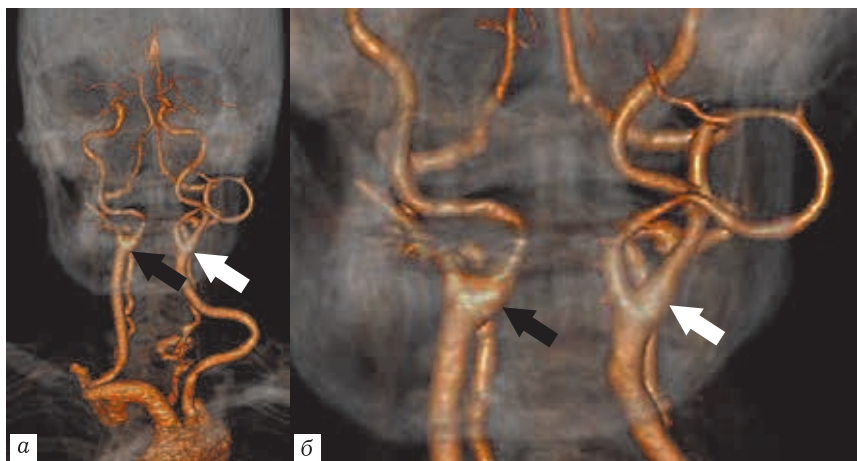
КТ-ангиограммы, трехмерная реконструкция: *а* — реконструкция на всем протяжении исследования; *б* — увеличенное изображение: у пациента справа ВСА отходит медиально (черная стрелка), слева — типичное отхождение (белая стрелка)
